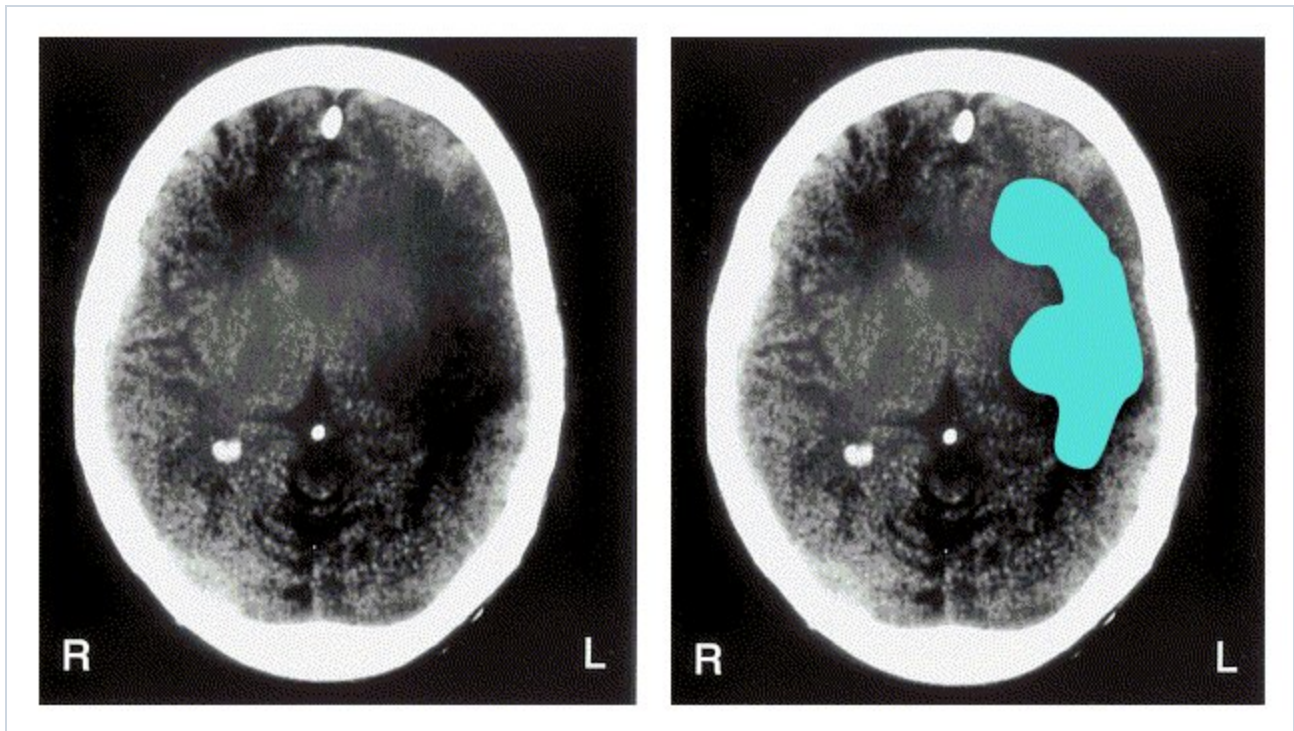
Infarto cerebral: TC Datos obvios de infarto cerebral en la TC. Una TC cerebral muestra un gran infarto cerebral en la región media izquierda, indicado por la hipodensidad o color más oscuro (a); el tamaño del infarto lo indica el color azul (b). Este infarto se asociará con hemiplegia controlateral, hemianopsia homónima y un defecto hemisensorial, los cuales probablemente serán permanentes.
